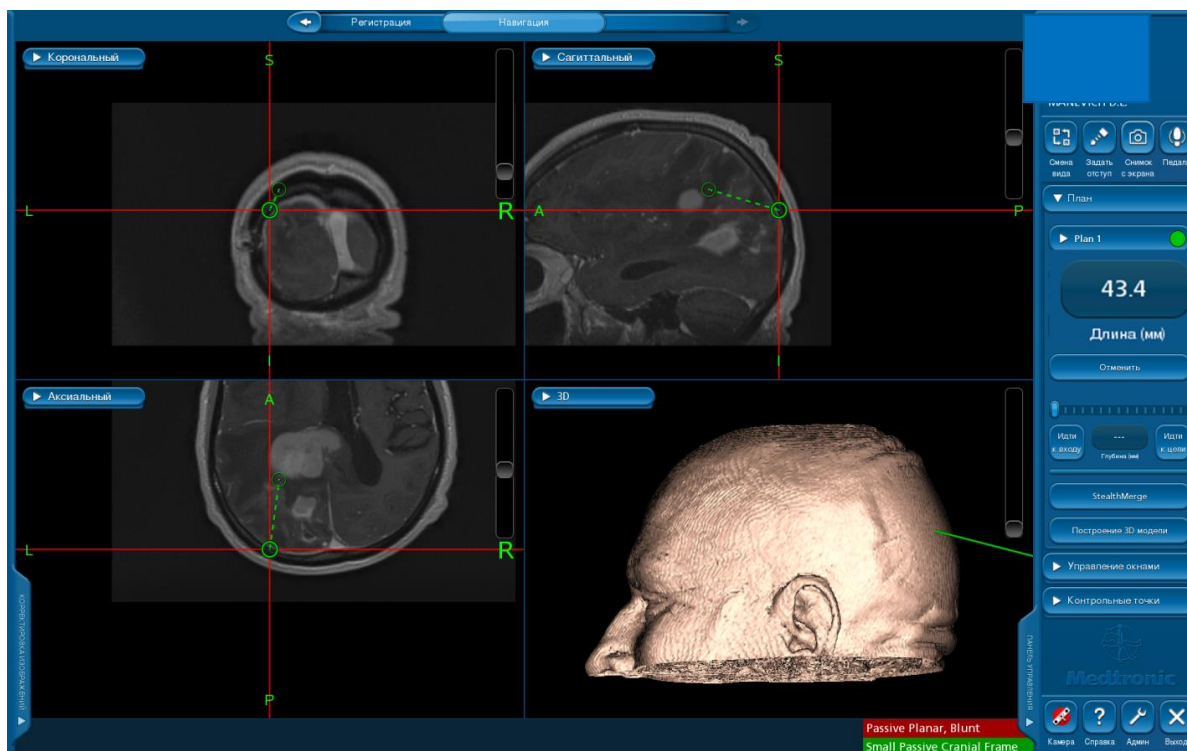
МРТ-изображение головного мозга больной с продолженным ростом глиомы задних отделов теменной, затылочной и височной долей правого полушария мозга, полученное на нейронавигаторе. Момент определения оптимального доступа к опухоли. По нейронавигационным данным расстояние от поверхности мозга до новообразования 4,3 см, то есть более 2 см
